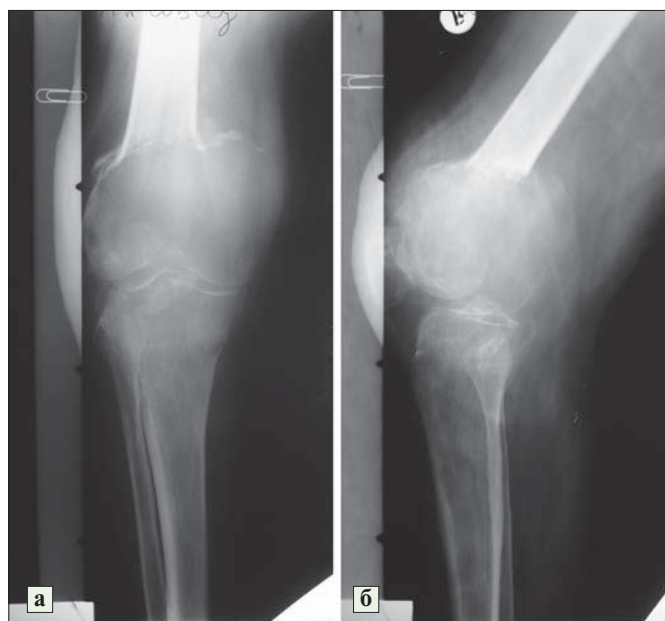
а) Фотовідбитки рентгенограми хворого М., ГКП дистального відділу стегнової кістки (пряма проекція), б) Фотовідбитки рентгенограми хворого М., ГКП дистального відділу стегнової кістки (бокова проекція).
